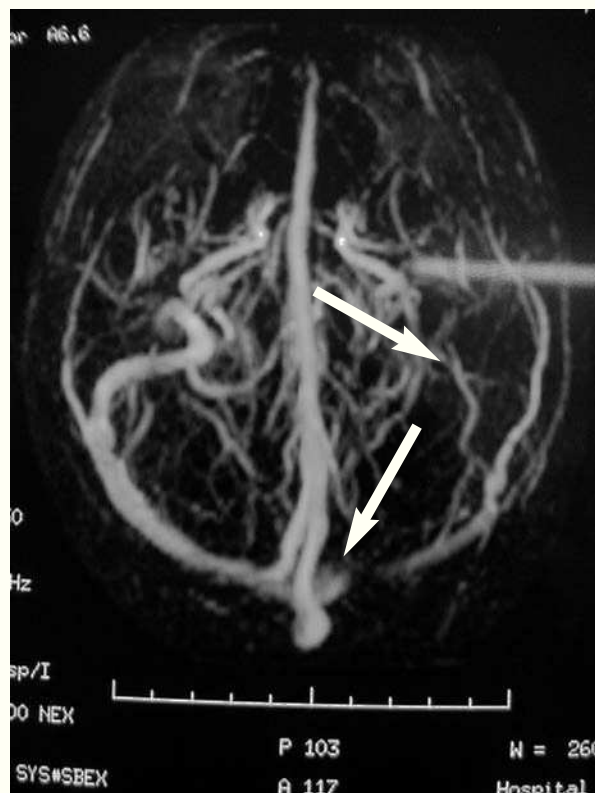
Angiorresonancia. Obsérvese el defecto de repleción del seno sigmoideo y transverso.
